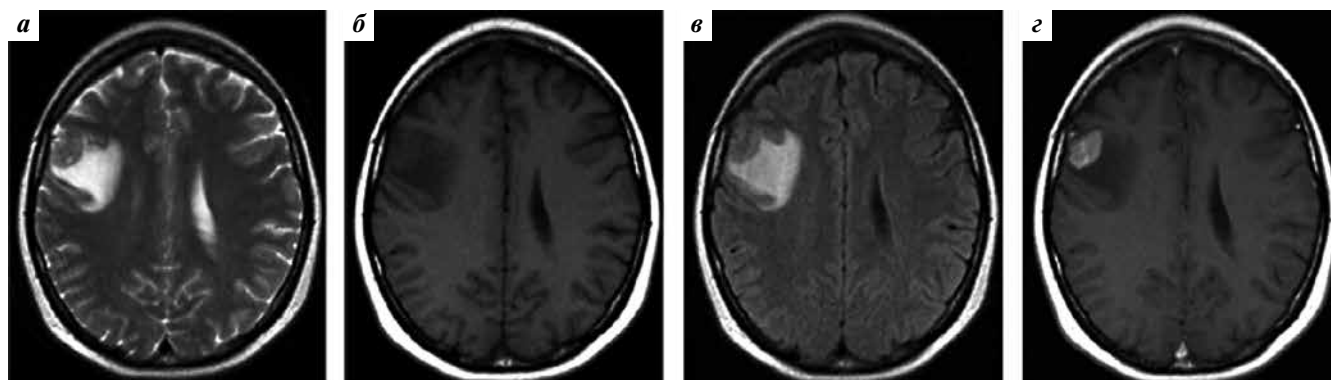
Магнитно-резонансная томография головного мозга пациентки Б. от 26.09.2011 в режимах T2-взвешенных изображений (ВИ) (а), T1-ВИ (б), T2-FLAIR (в) и T1-ВИ после внутривенного контрастирования (г). Сolidное образование в правой лобной доле, окруженное зоной перифокального отека (а–в). Накопление образованием контрастного препарата (г)
